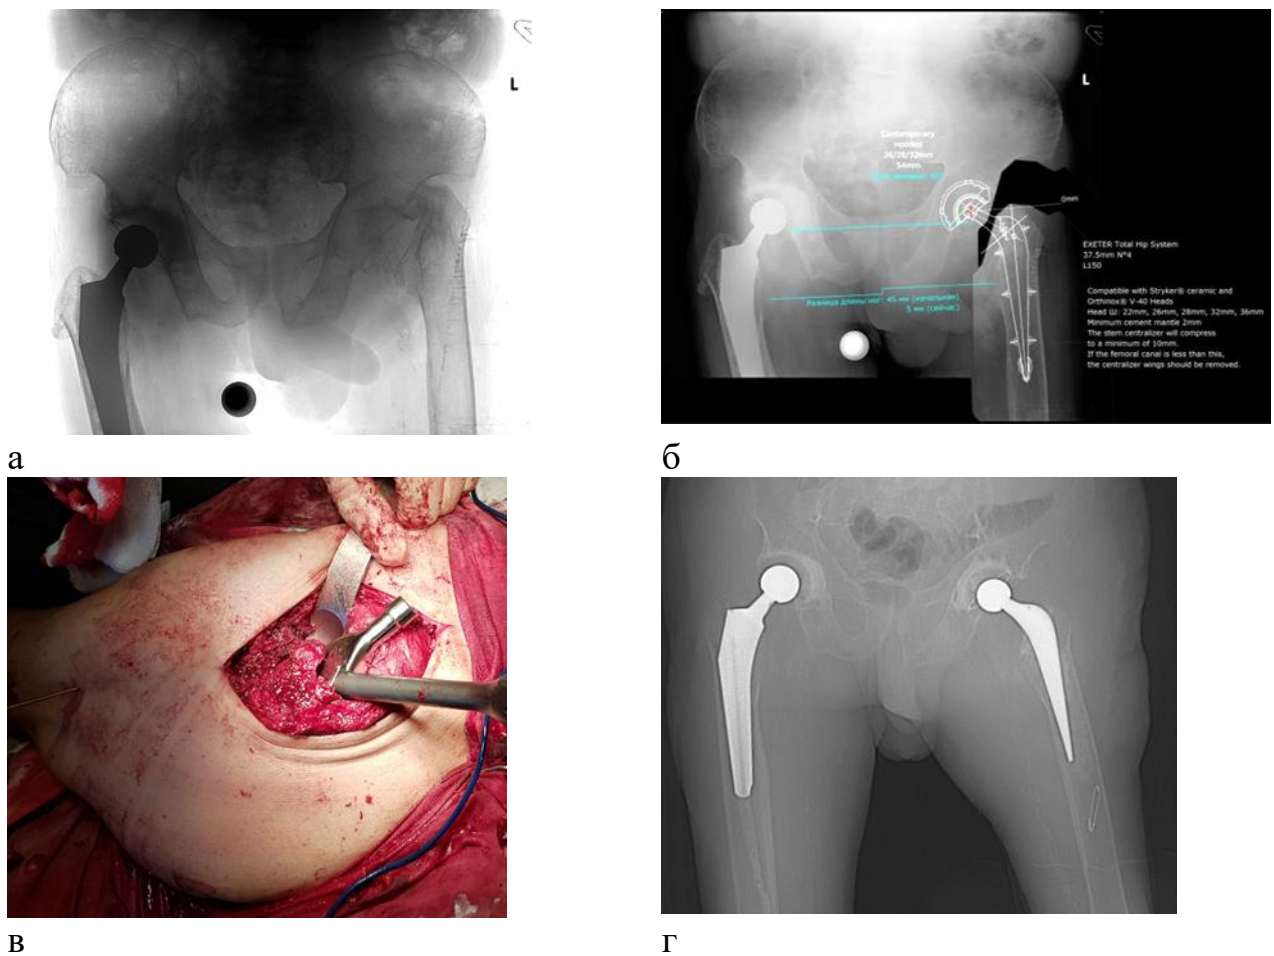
Рентгенограммы пациента И. 53 лет: а – через 2 года после первичного эндопротезирования правого тазобедренного сустава, перед вмешательством на левом тазобедренном суставе; б – предоперационное планирование; в – выполнение импакционной костной пластики на фантомном рашпиле; г – послеоперационная рентгенограмма
